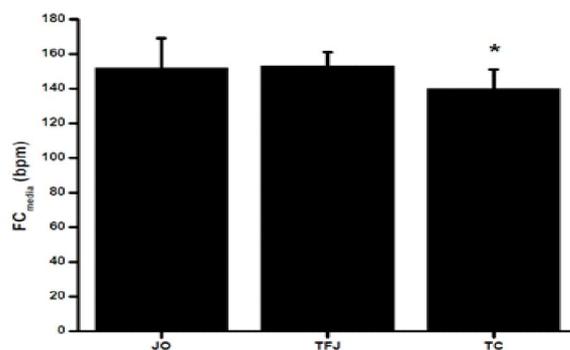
FC média (bpm) obtida em atletas de futsal durante o JO, o TFJ e o TC (média \pm desvio-padrão). * Diferença significativa em relação ao TC e ao TFJ ($p < 0,01$)
